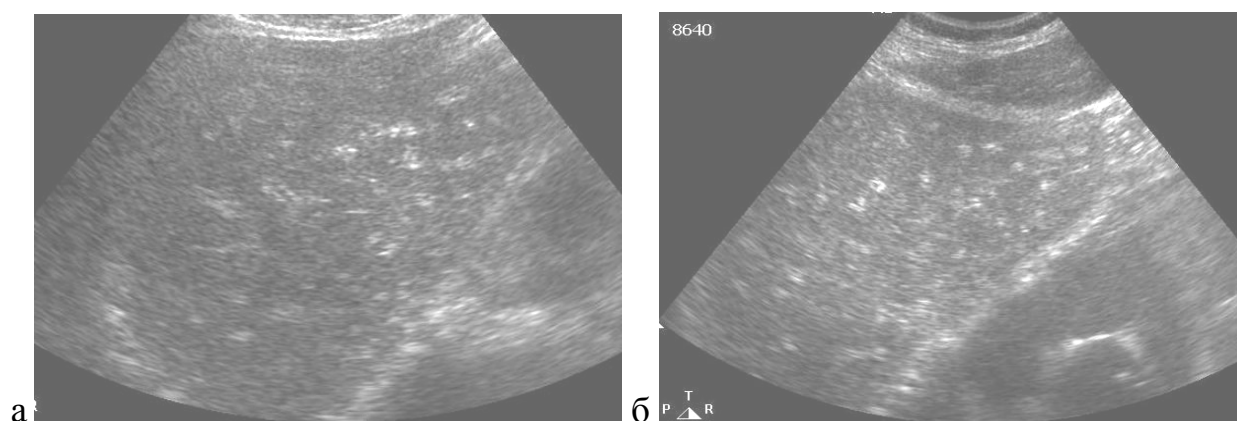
УЗИ: длительная описторхозная инвазия. Выраженный перидуктальный фиброз: а – в правой доле печени; б – в левой доле печени
